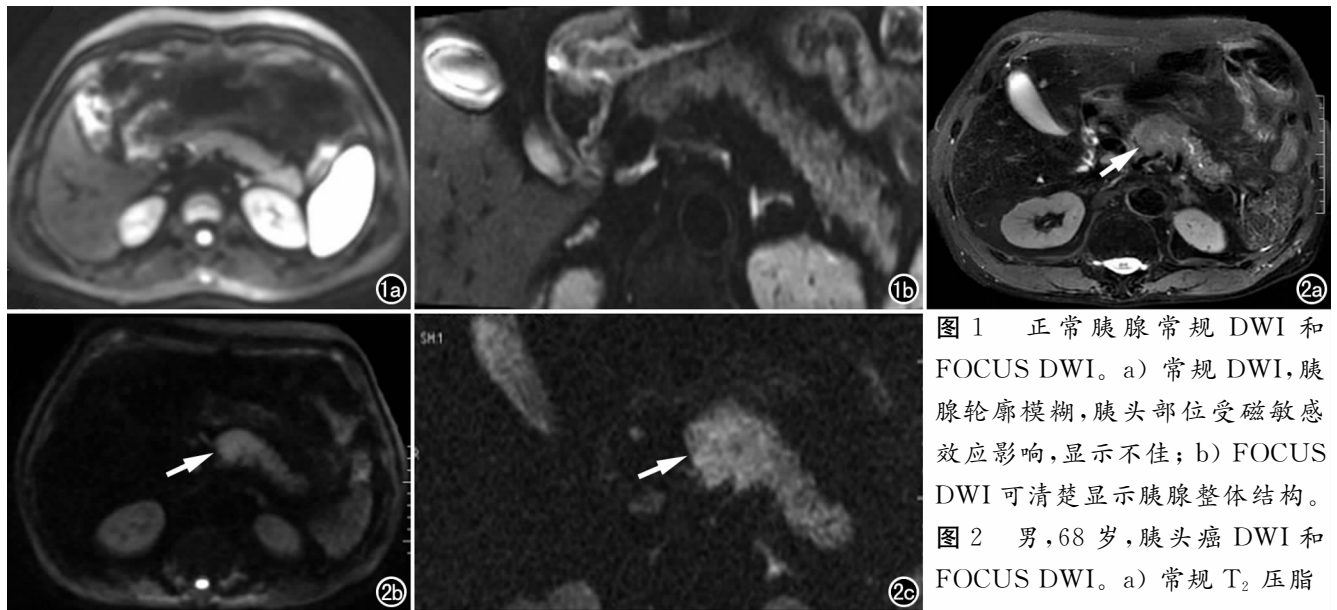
正常胰腺常规 DWI 和 FOCUS DWI。a) 常规 DWI, 胰腺轮廓模糊, 胰头部位受磁敏感效应影响, 显示不佳; b) FOCUS DWI 可清楚显示胰腺整体结构。
